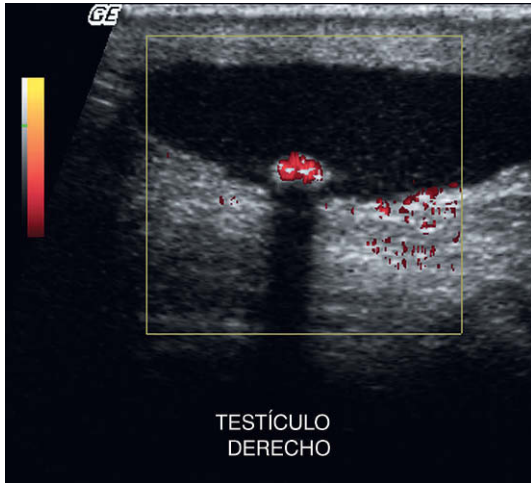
Imagen en la base de la parte derecha del escroto, a distancia del testículo en sí mismo. Existe una estructura ecogénica con sombra acústica depositada en la parte declive. El Doppler energía muestra que existe color surgiendo a partir de esta estructura, lo cual indica un desplazamiento de frecuencia. Esto es compatible con un artefacto de centelleo producido cuando el haz del Doppler interactúa con el material cristalino de esta perla escrotal izquierda calcificada.
